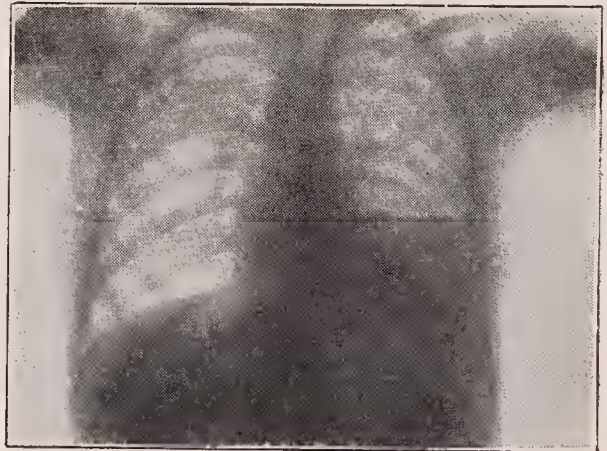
Linksseitiges Empyem im Röntgenbild.
